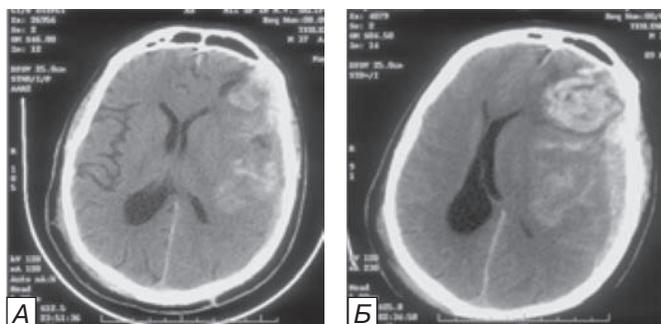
КТ головного мозга. Аксиальные срезы. Прогрессирование очага ушиба левой лобной доли. А — КТ головного мозга при поступлении. Мелкоочаговые ушибы левых лобной и височной долей общим объемом 12 см³, острая субдуральная гематома в левой лобно-височной области 15 см³, конвексимальное САК, срединные структуры не смещены. Б — КТ головного мозга через 2 ч с момента поступления после быстрого ухудшения состояния пациента. Увеличение очага ушиба в левой лобной доле до 45 см³. Мелкоочаговый очаг ушиба в левой височной доле 6 см³, острая субдуральная гематома в левой лобно-височной области 45 см³, конвексимальное САК, смещение срединных структур на 14 мм вправо.
